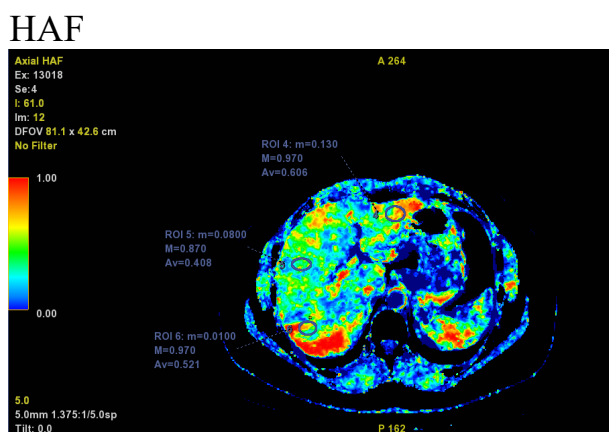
Установленные зоны интереса (ROI) в трех сегментах печени (III, VII, VIII), где представлены параметры: m – минимальный показатель перфузии, M – максимальный показатель перфузии, Av – среднее значение перфузии с получением числовых значений каждого из перфузионных показателей и функциональных карт
